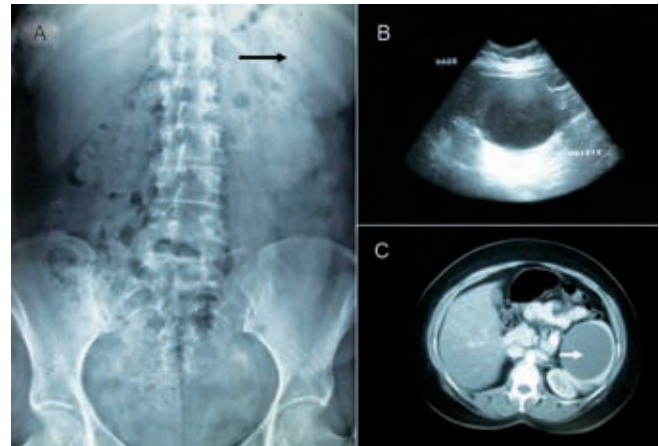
A) Radiografía simple de abdomen que muestra imagen radioopaca en cuadrante superior izquierdo (flecha). B) El ultrasonido demuestra la naturaleza quística de la lesión, que depende del bazo. C) Por tomografía abdominal con contraste se observa que la pared de esta lesión no tiene reforzamiento (flecha).
